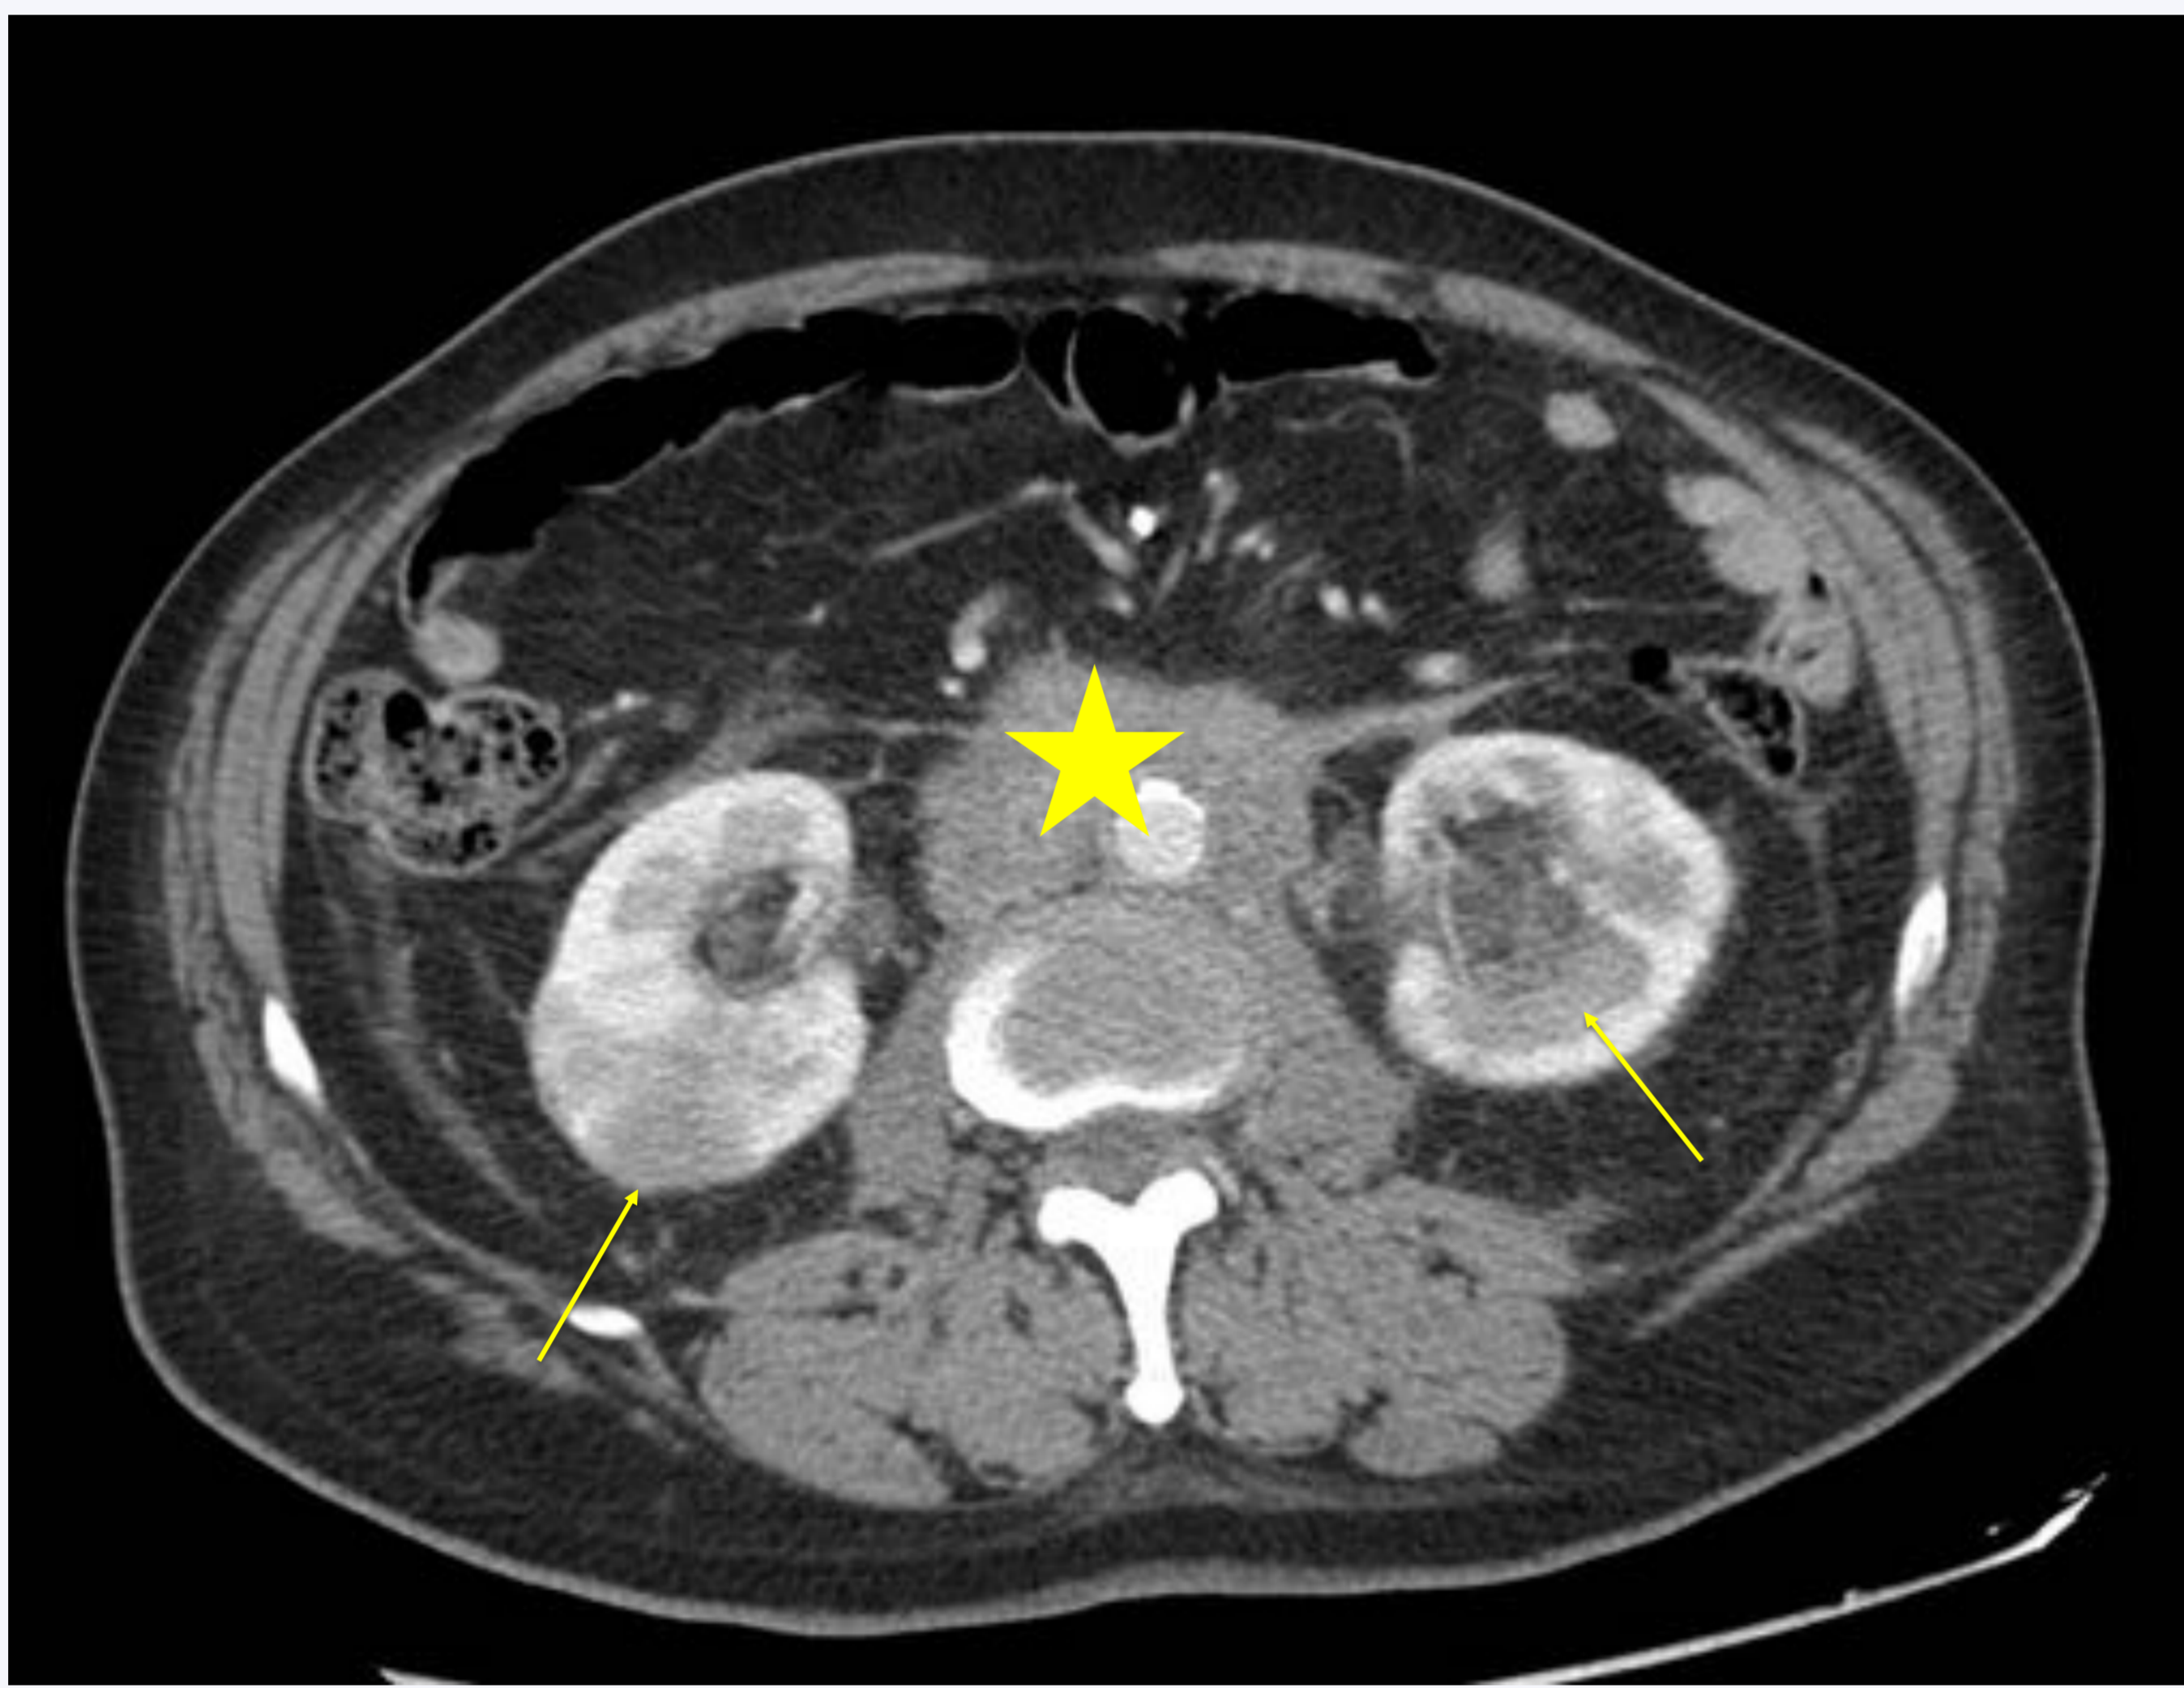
Enfermedad relacionada con IgG4. Imágenes de TC con contraste intravenoso que muestran una masa de partes blandas hipocaptante envolviendo a la aorta abdominal (estrella), hallazgos en relación con fibrosis retroperitoneal por IgG4. Además, se evidencia aumento de tamaño de ambos riñones y zonas de hipocaptación (flechas) secundarias a una afectación renal por IgG4.
